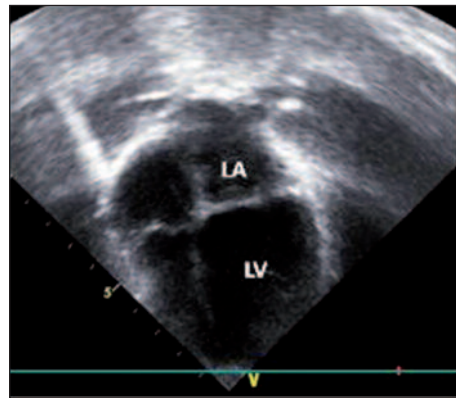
Apical 4-chamber echocardiographic image shows the left ventricular dilatation.
